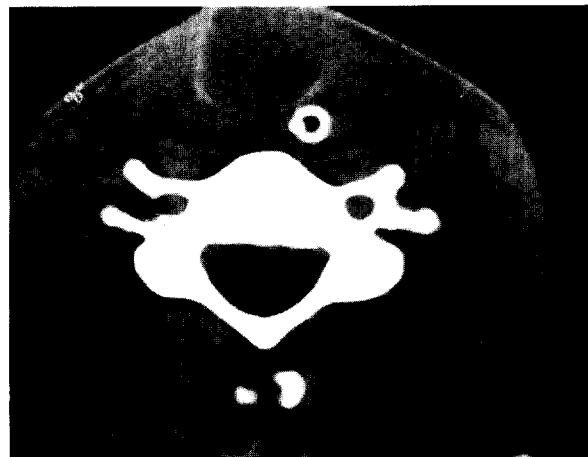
술전 경부 CT소견. 성문하 부위를 포함한 상부 기관에 심한 변형을 보이며 기도 내강이 거의 완전히 막힌 소견을 보임(↔).
